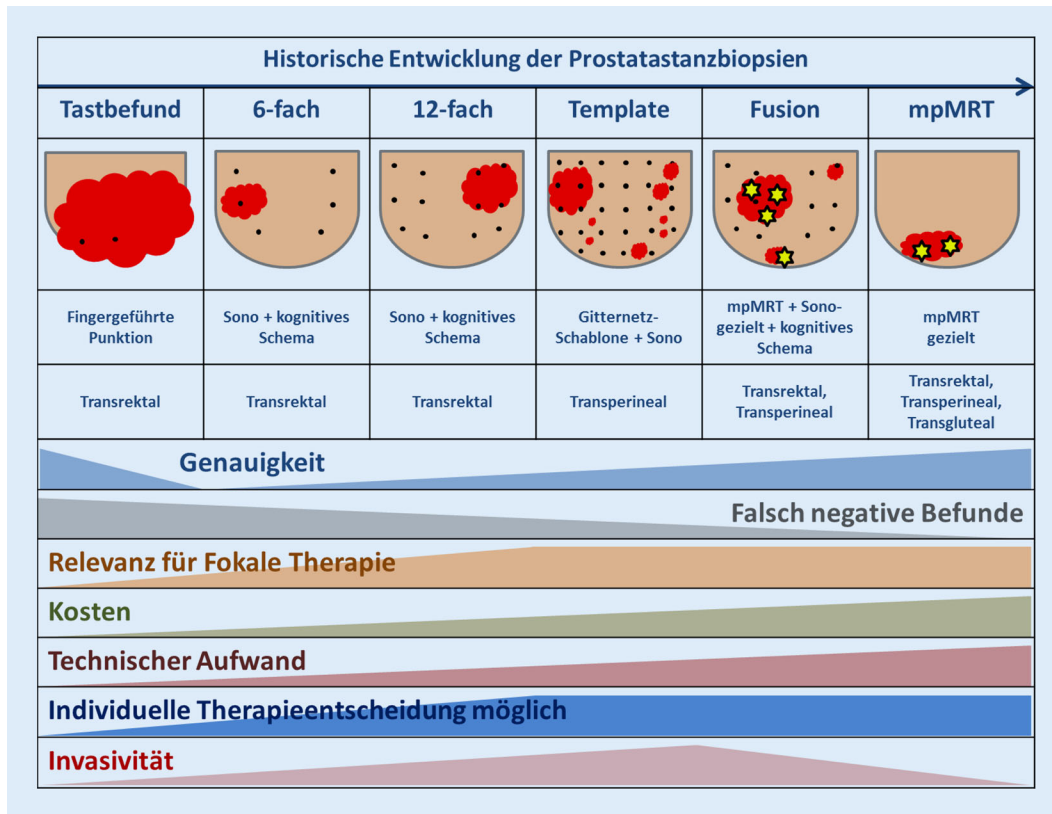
◀ Historische Entwicklung der Prostatastanzbiopsien. Techniken, Zugangswege und Charakterisierung. *mpMRT* multiparametrische MRT
